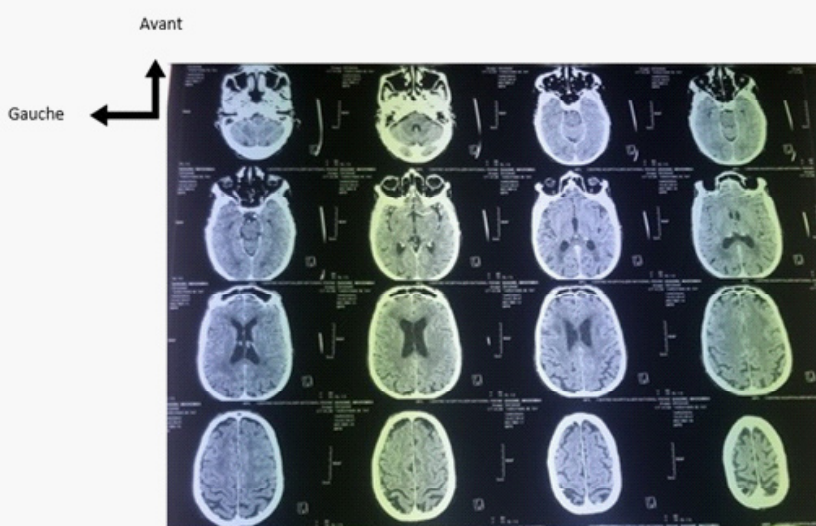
TDM cérébrale normale
